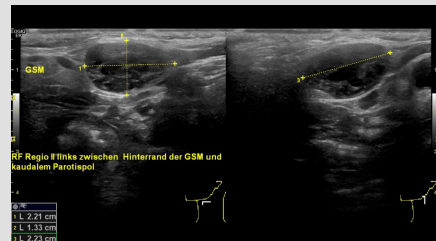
Sonographische Darstellung eines extraglandulären Warthintumor im Level II links.
